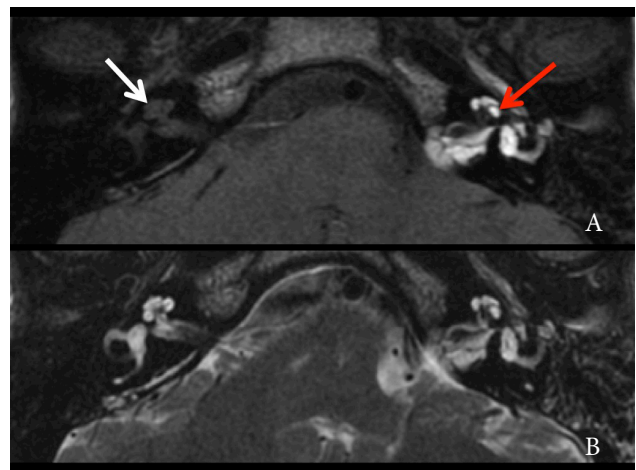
Axial MRI images at the level of the cochleae. On T1-weighted image (A) the high signal intensity of all inner ear structures (red arrow) can be identified and is very distinct from the contralateral (normal) side (white arrow). On the T2-weighted image (B) signal intensity of fat is similar to the endolymph and perilymph and the abnormalities are not as clear.
